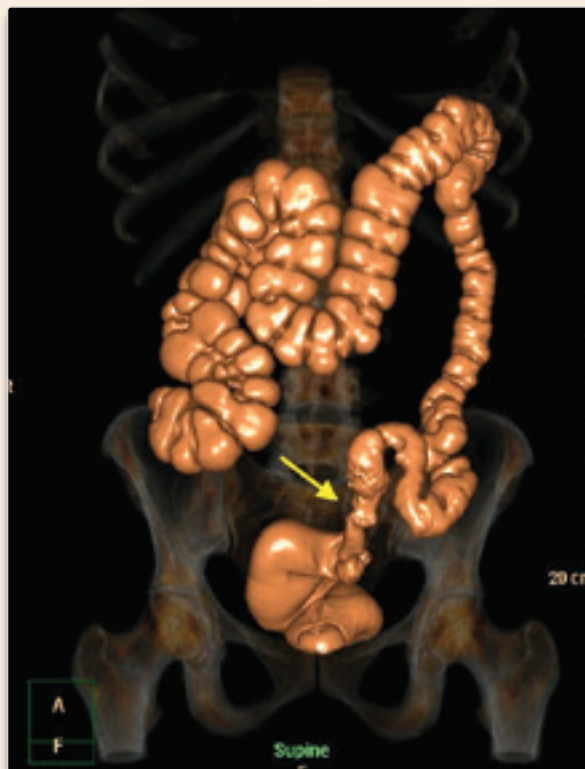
Colonoscopia virtual através de tomografia computadorizada. Reconstrução mostrando o local do tumor com a prótese (seta amarela).
